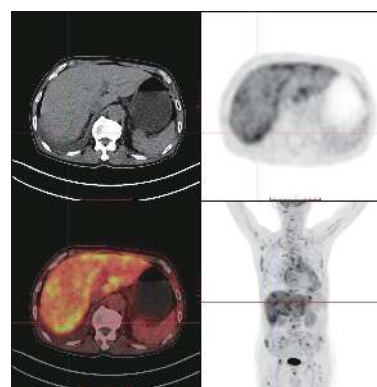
多发性骨髓瘤患者(男性, 67岁)的 $^{18}\text{F}$ -FDG PET/CT显像图 图中显示多发性骨髓瘤伴肝脏浸润。FDG: 氟脱氧葡萄糖; PET/CT: 正电子发射断层显像计算机体层摄影术。
